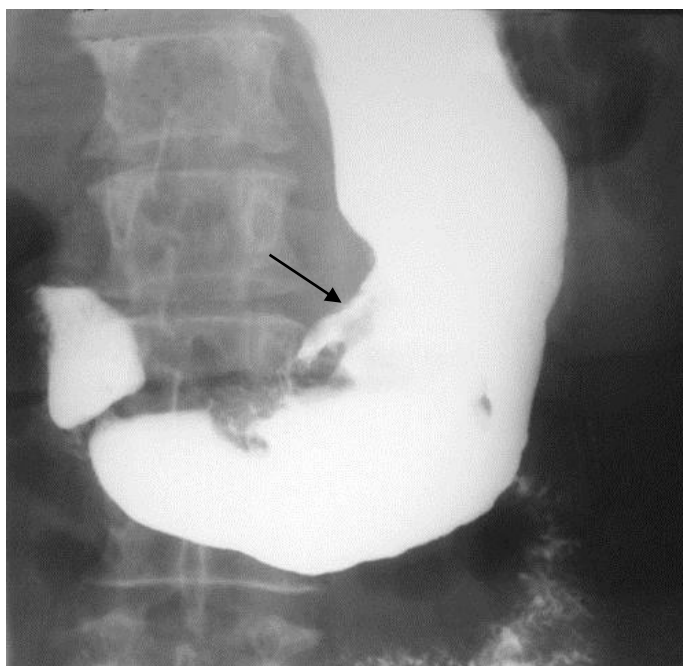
Прицельная рентгенограмма желудка. По малой кривизне в теле желудка, начиная со средней трети, определяется краевой дефект (стрелка) наполнения с неровными контурами с частичным распространением на антральный отдел. Рак желудка
